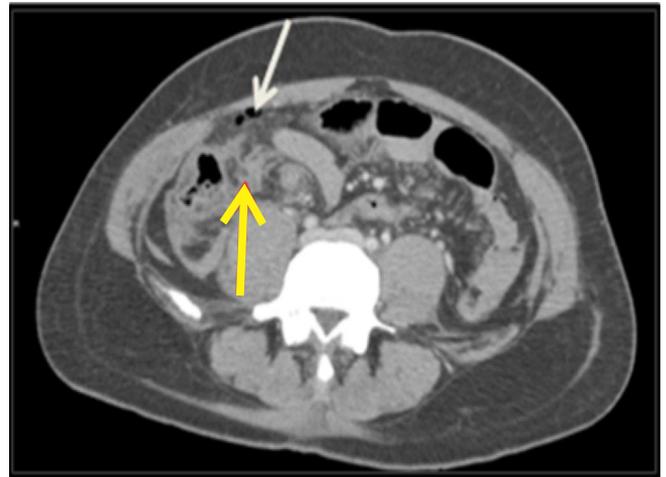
Trauma abdominal fechado com lesão do íleo distal. Tomografia computadorizada do abdome após a administração endovenosa de contraste iodado evidencia pequenas bolhas de pneumoperitônio (seta branca), além de densificação da gordura mesentérica, representando edema e hematoma (seta amarela - maior) adjacente ao segmento lacerado do intestino delgado.
